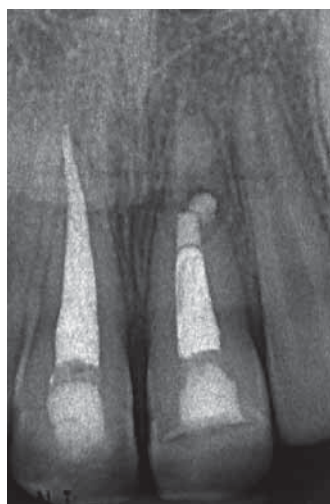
Das Einzelzahnröntgenbild von Zahn 21 sechs Monate nach Trauma zeigt disloziertes, radioopakes Wurzelfüllmaterial zwischen dem apikalen und koronalen Fragment mit irregulärer interfragmentärer Zement-Dentin-Resorption.
